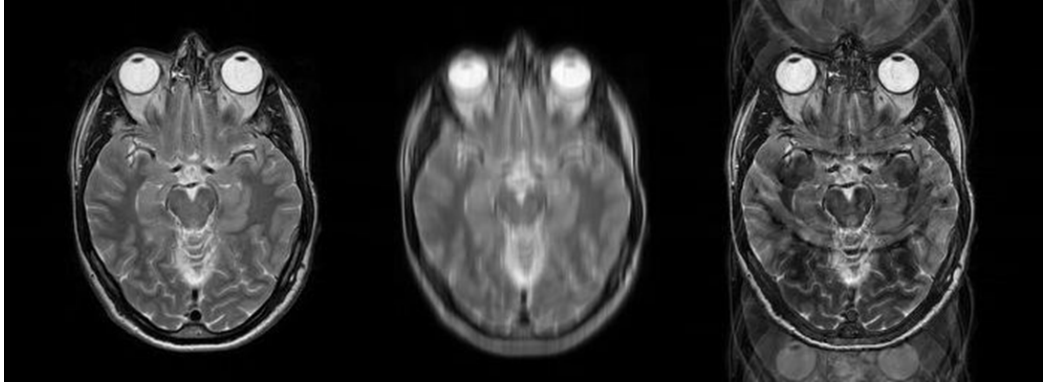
Das erste MRT-Bild (a) zeigt einen axialen Schnitt durch das Gehirn ohne Bewegung während der Messung. Die typischen, in der MRT auftretende Bewegungsartefakte, sind *blurring* (b) und *ghosting* (c) Artefakte. Letztere treten wegen der sehr kurzen Dauer der Frequenzkodierung Dauer (*intra-view*) nur in Phasenkodierichtung auf (*inter-view*, hier oben - unten). Die simulierten MRT-Bilder wurden entnommen aus [2].
